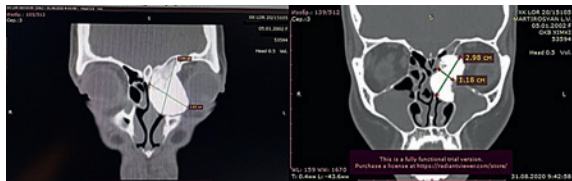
Компьютерная томограмма остеомы полости носа, решетчатого лабиринта и лобной пазухи слева.
